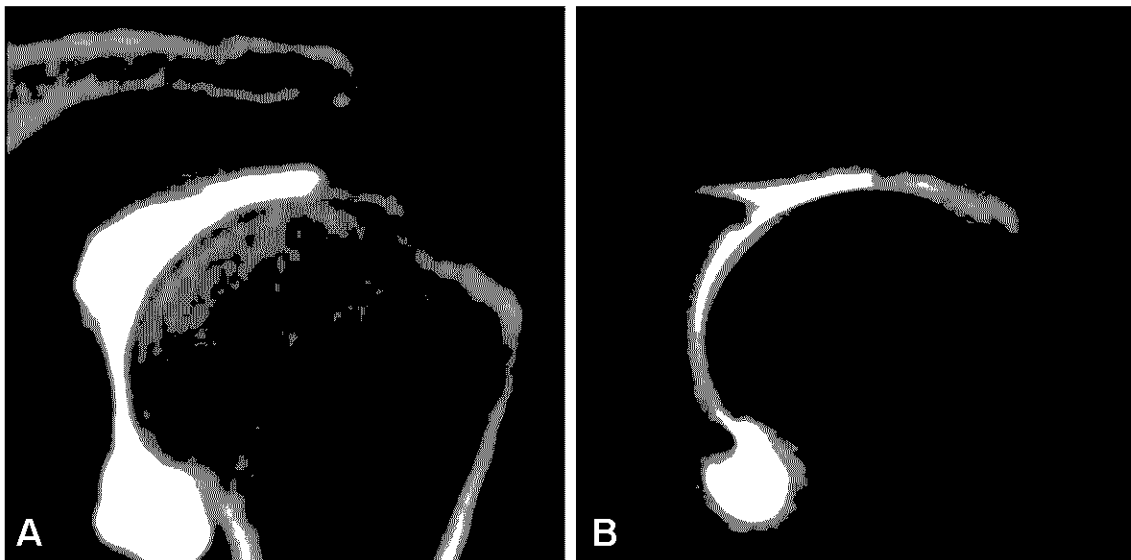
Partial thickness tear of supraspinatus tendon is not as easily depicted on CT arthrographic sagittal image (A), more obviously seen on MR arthrographic sagittal image (B).
